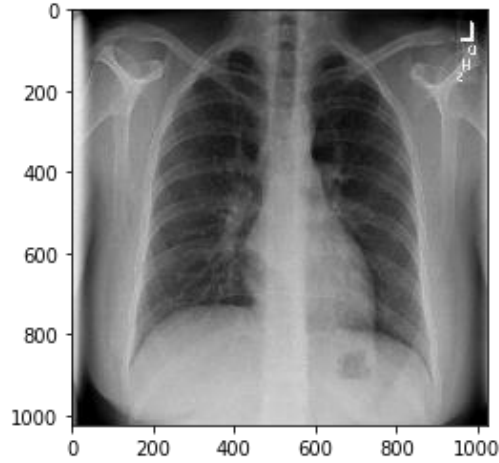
34 Nodül Tanısı İçin Röntgen Görüntüsü [65]
